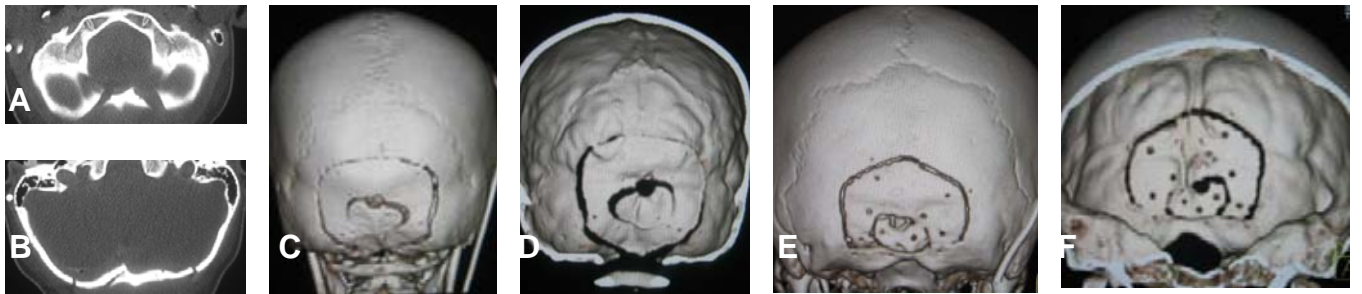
Se presentan estudios de imagen por tomografía craneal, de un paciente con meduloblastoma (A) a (D) y en otro paciente con germinoma en la región pineal (E) y (F), para demostrar la apertura del borde posterior del foramen magno y reconstrucción suboccipital con ventana para hueso y en formato tri-dimensional.
